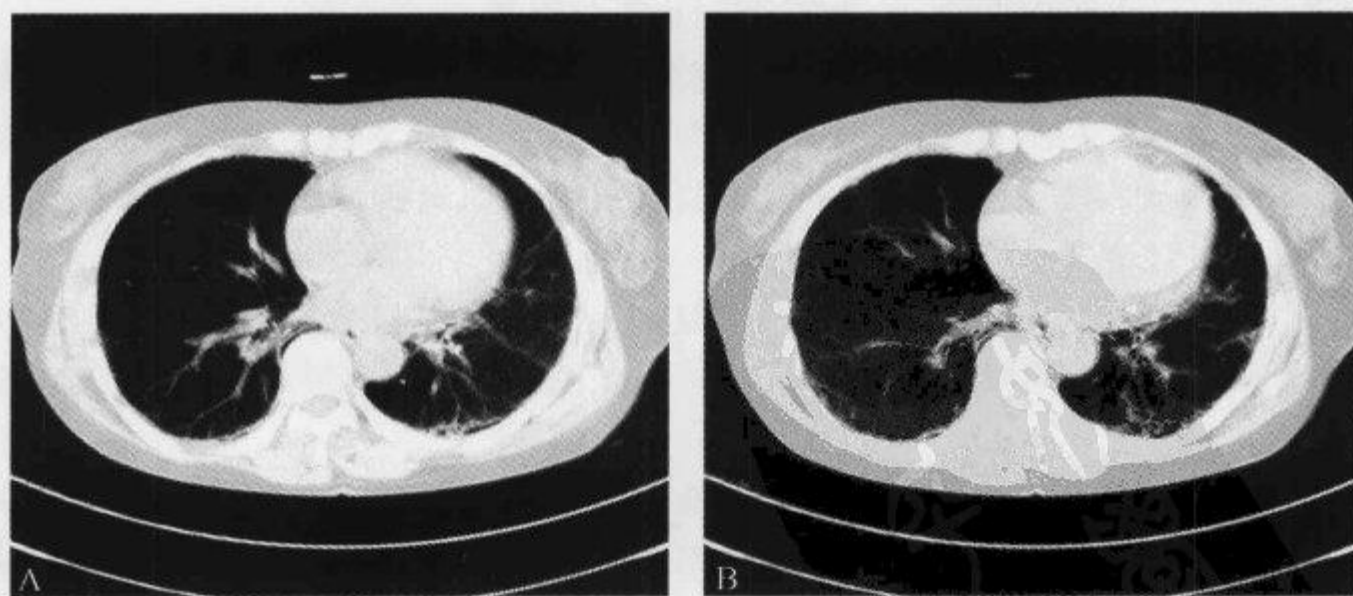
肺部 HRCT 示“胸膜下弧线”
